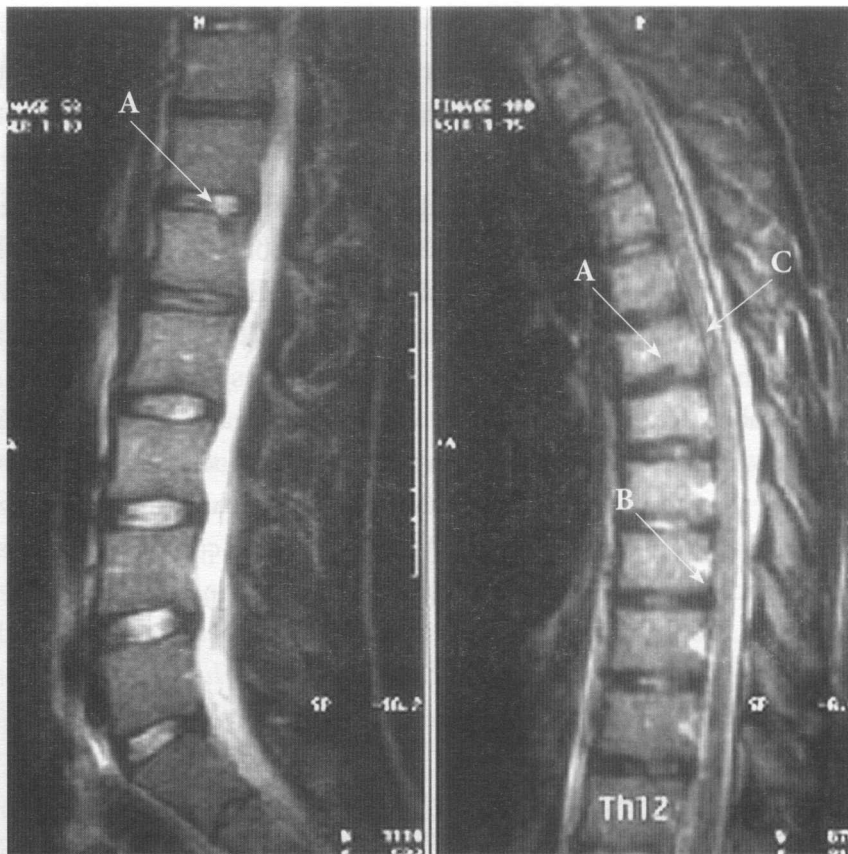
Pacientul D. Examenul IRM al regiunii lombare și toracale a coloanei vertebrale a relevat: A – hernii Schmorl, B – hernii discale Th3-Th4, Th9-Th10, C – hipertrofia ligamentului longitudinal posterior cu îngustarea canalului vertebral.
